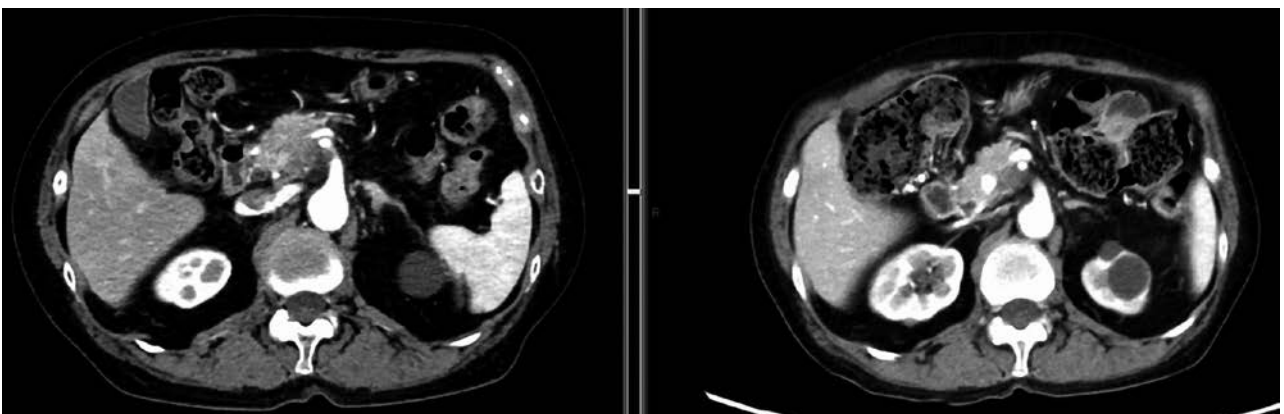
左が術前補助化学療法前，右が施行後の造影 CT
